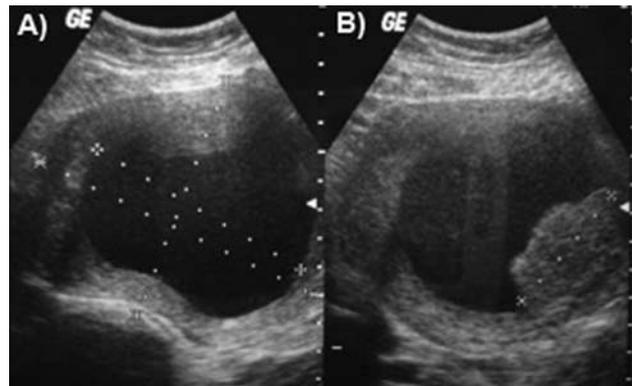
Ultrasonido uterino. A) Imagen anecoica bien delimitada por la pared, compatible con imagen quística. B) Tumoración dependiente de la pared quística con bordes delimitados.
